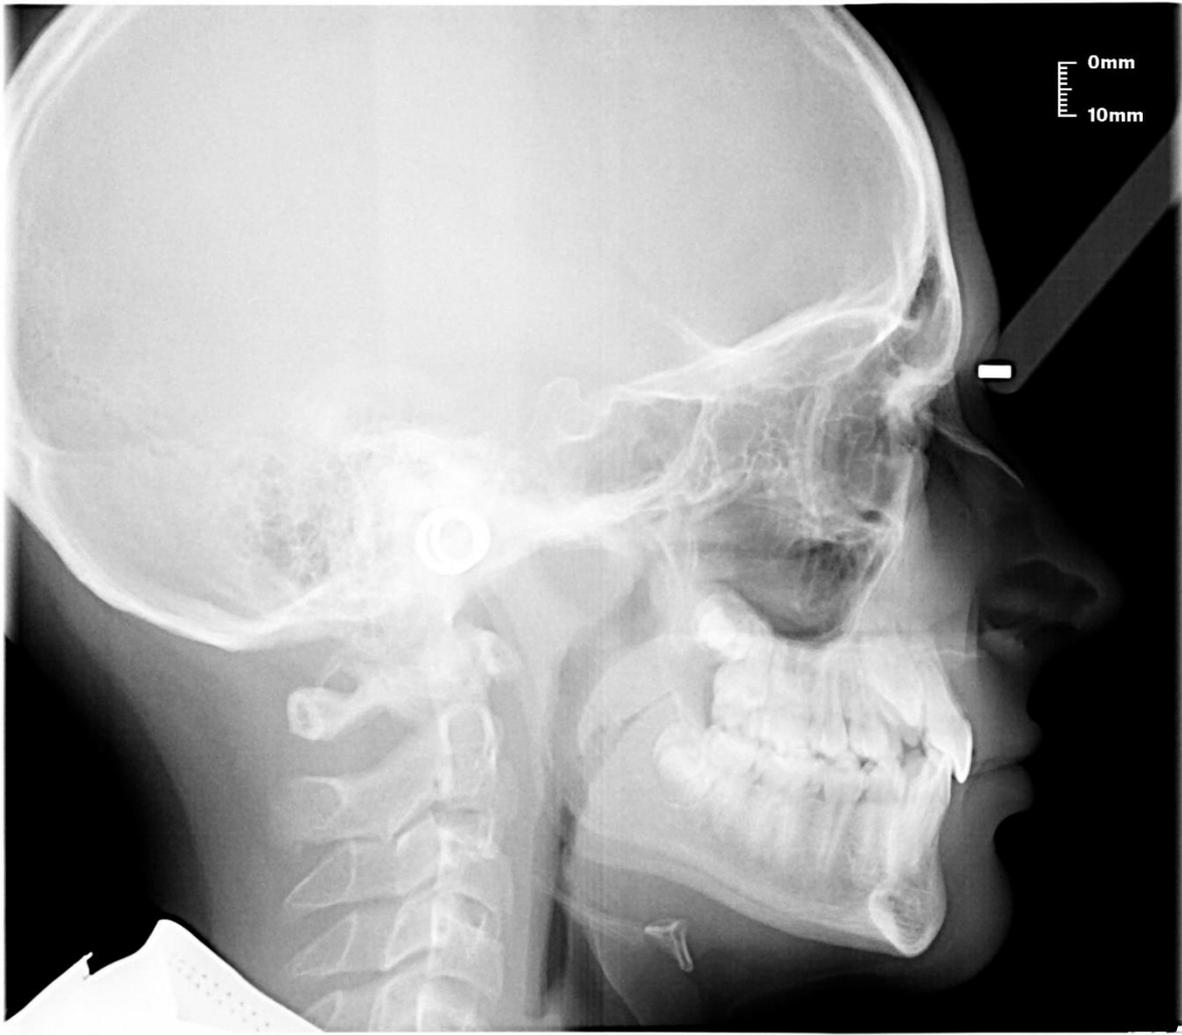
telerradiografía.
